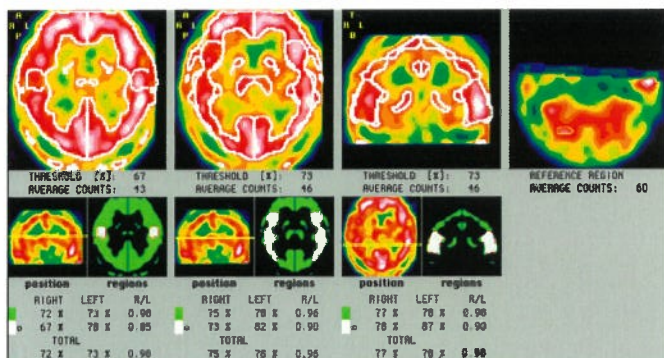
Снижение перфузии в правой теменной области.
